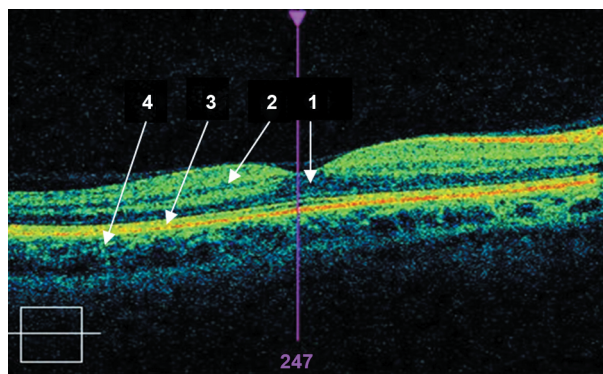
Оптическая когерентная томография макулы в норме. Макула имеет правильный профиль с углублением в центре. Слои сетчатки хорошо дифференцируются, равномерные по толщине. В области центральной ямки жёлтого пятна сетчатка составила в среднем 199 мкм: 1 – слой фоторецепторов; 2 – слой нервных волокон; 3 – пигментный эпителий сетчатки и слой хориокапилляров; 4 – хориоидея.
